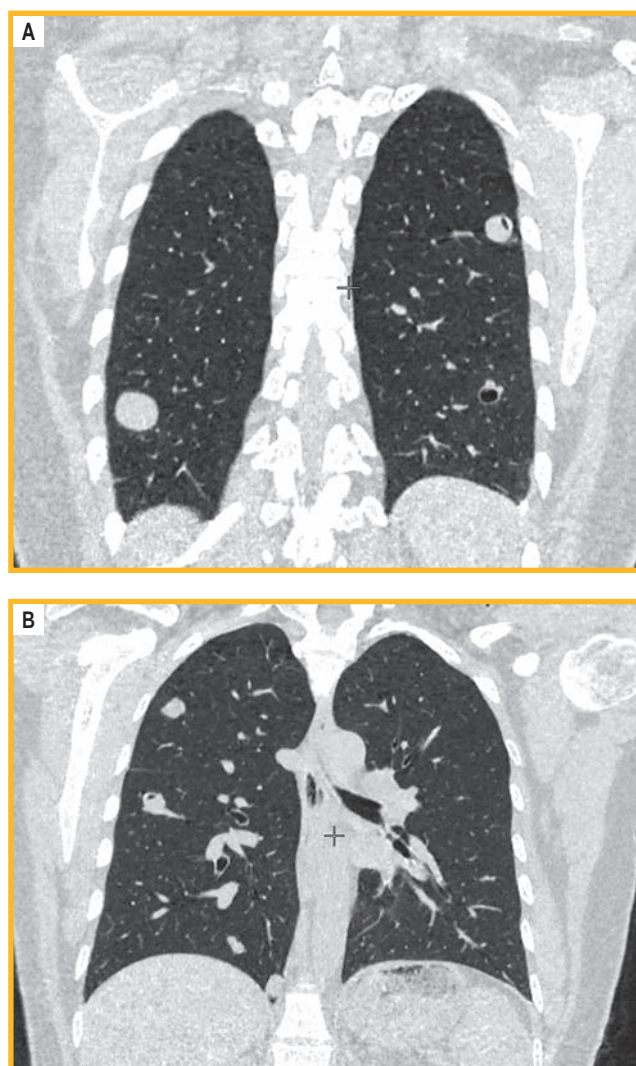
Компьютерная томограмма легких (фронтальная плоскость). Новообразования в правом и левом легком с формирующимися полостями
